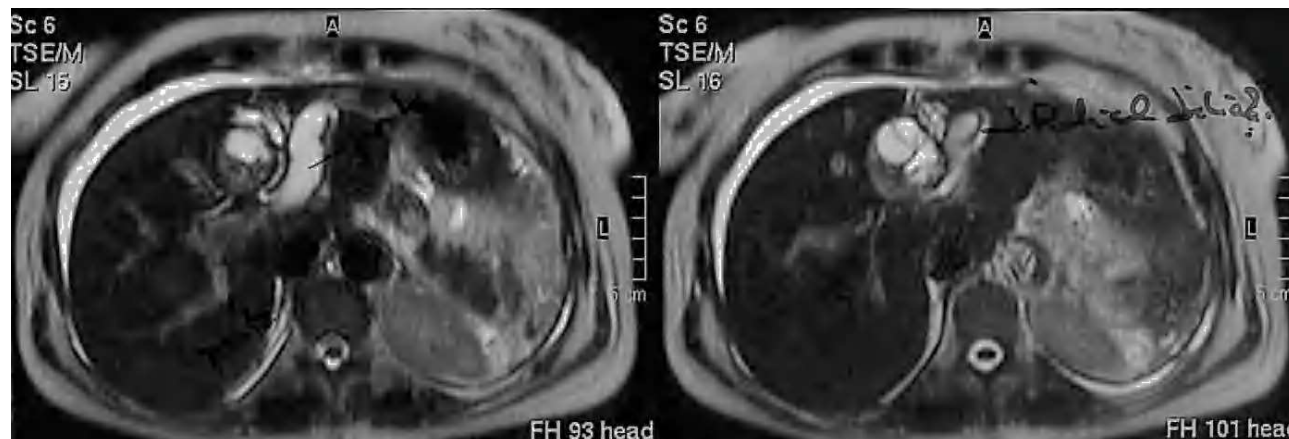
Imagen de resonancia magnética en que se aprecia comunicación del quiste con la rama portal.
